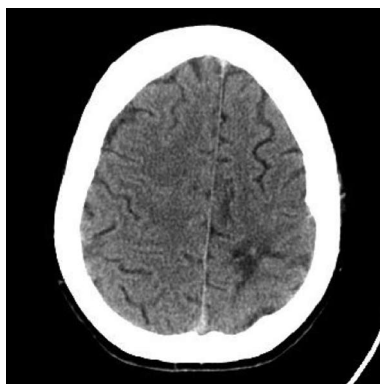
КТ через 1 мес после операции.
